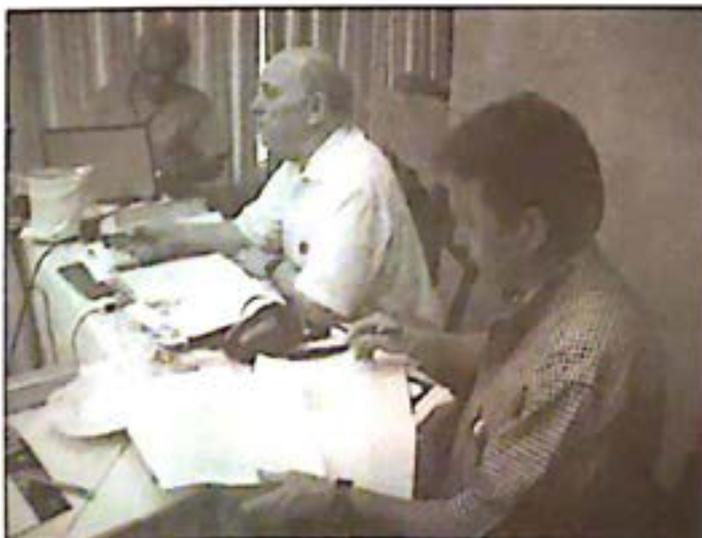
El Dr. Pedro Unshelm firma el acuerdo por la Sociedad Venezolana de Ultrasonido.
